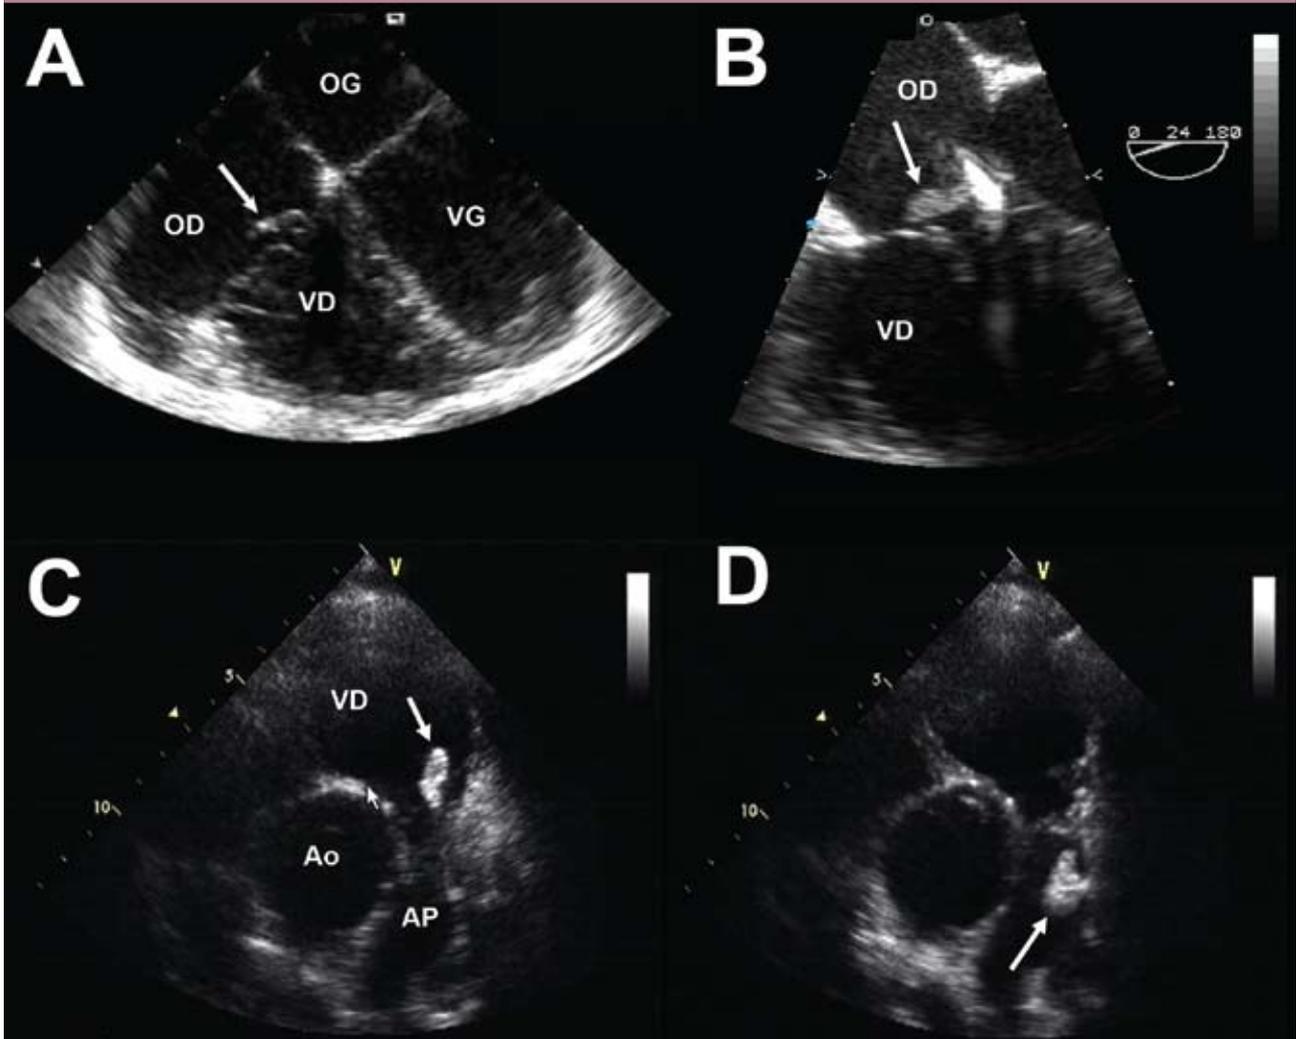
Imagerie échocardiographique chez des patients souffrant d'EI.
